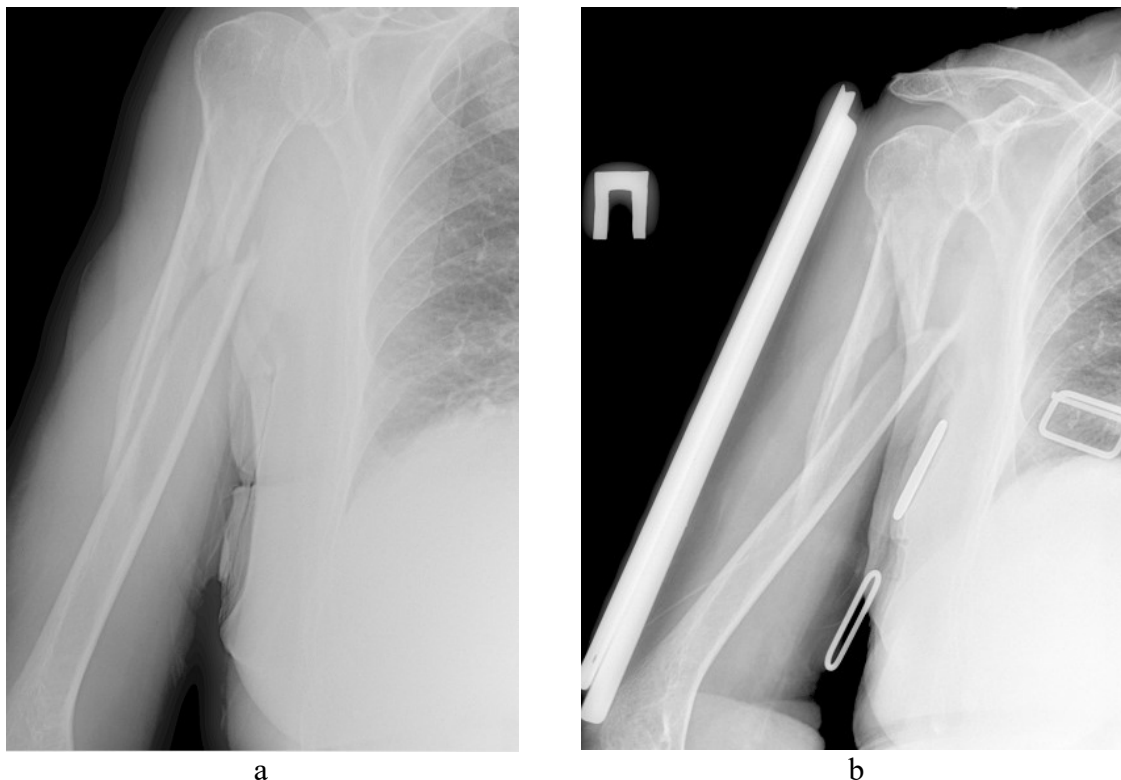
X-Ray picture of the right humerus.
